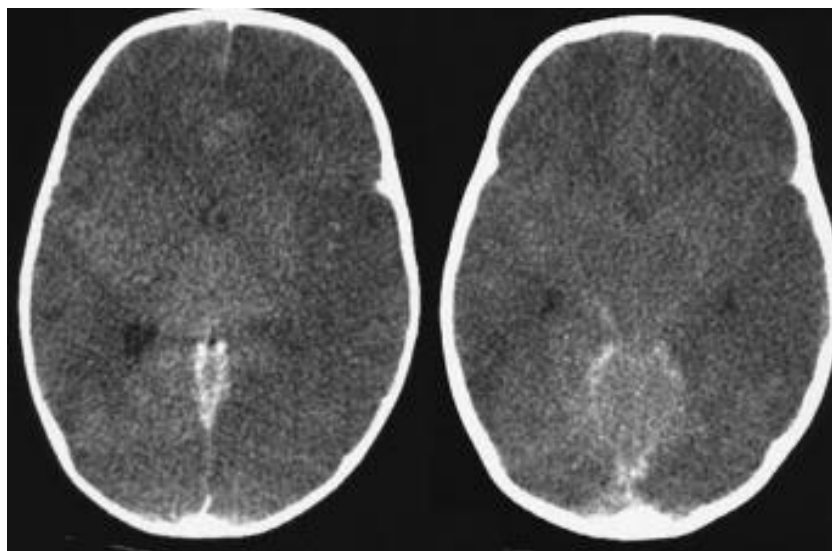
КТ изображение - диффузный отек головного мозга с критическим сужением желудочков мозга, обводная и предмостовая цистерны не прослеживаются.
